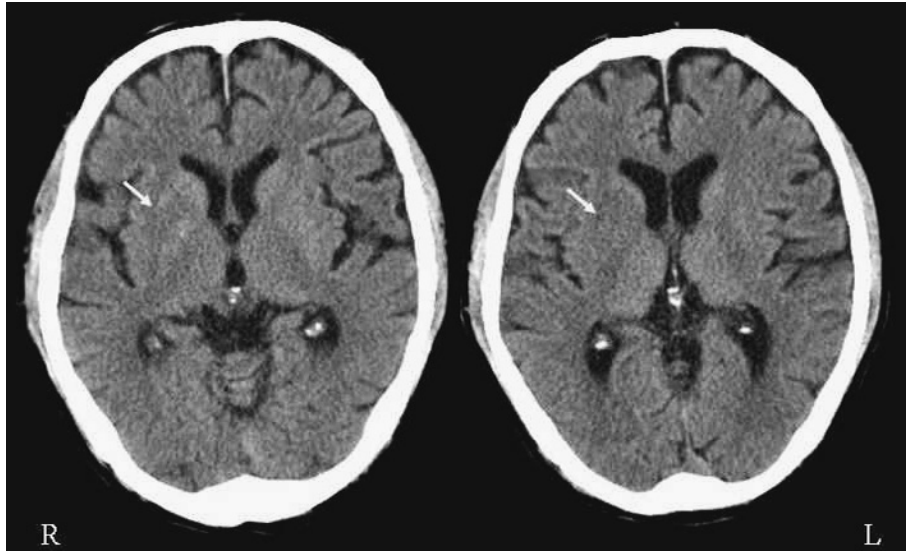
Brain CT at 3 hours after the onset in case 1
